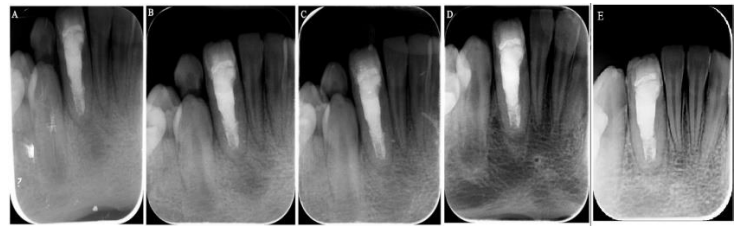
Periapical radiography of obturation(A), 1st month radiography (B), 3rd month radiography (C), 10th month radiography (D), 20th month radiography (E).
